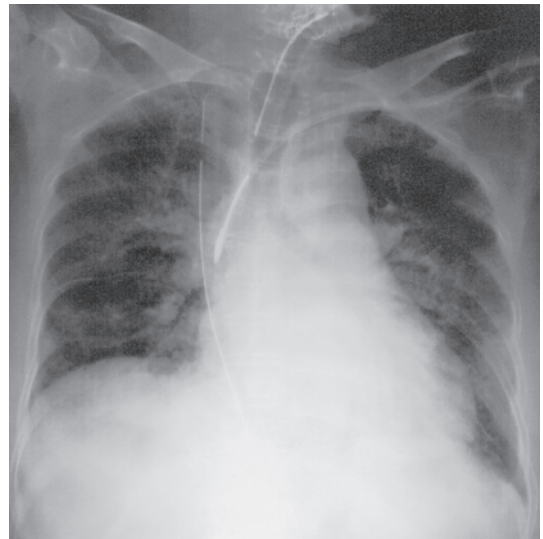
第15ICU病日胸部X線像。縦隔気腫の改善を認める。
